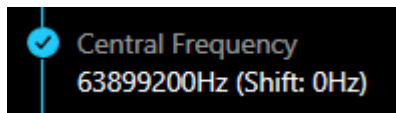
Cadre de la fréquence de l'IRM détectée
